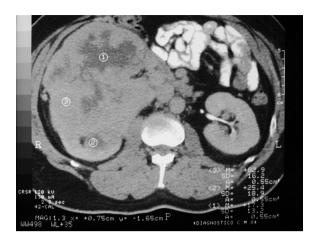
Tomografía computarizada con medio de contraste. Carcinoma de células renales T3b.
